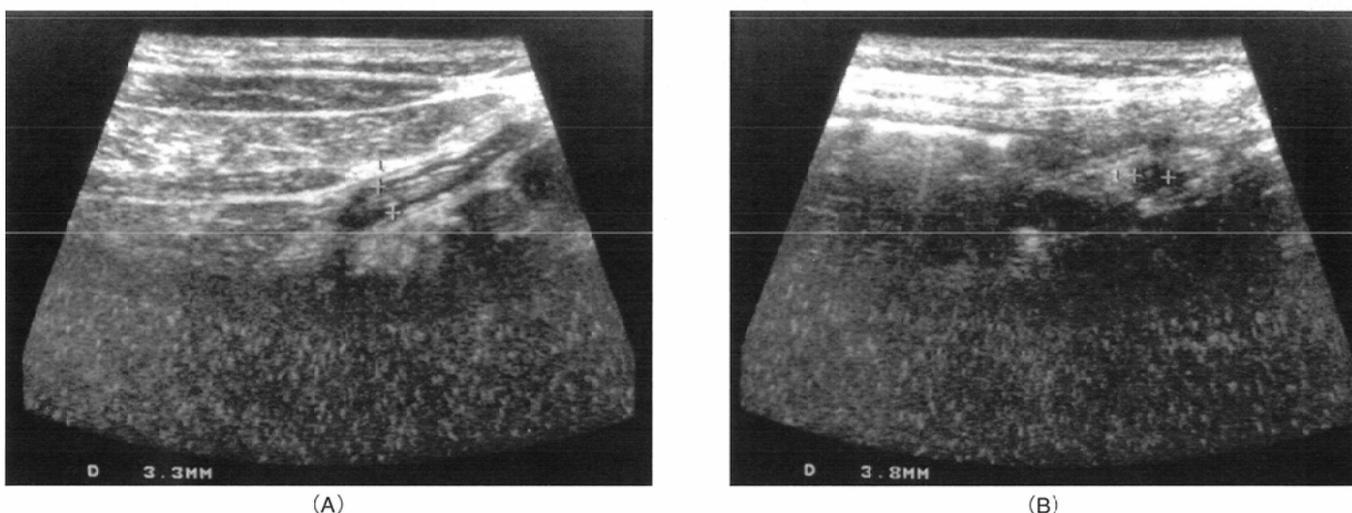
Normal appendix. This 14-year-old girl presented with right lower abdominal pain. Transverse (A) and longitudinal (B) sonograms of the right lower abdomen show a collapsed, non-fluid-filled, tubular structure measuring 3.3 to 3.8 mm in cross-section, indicating normal appendix.
